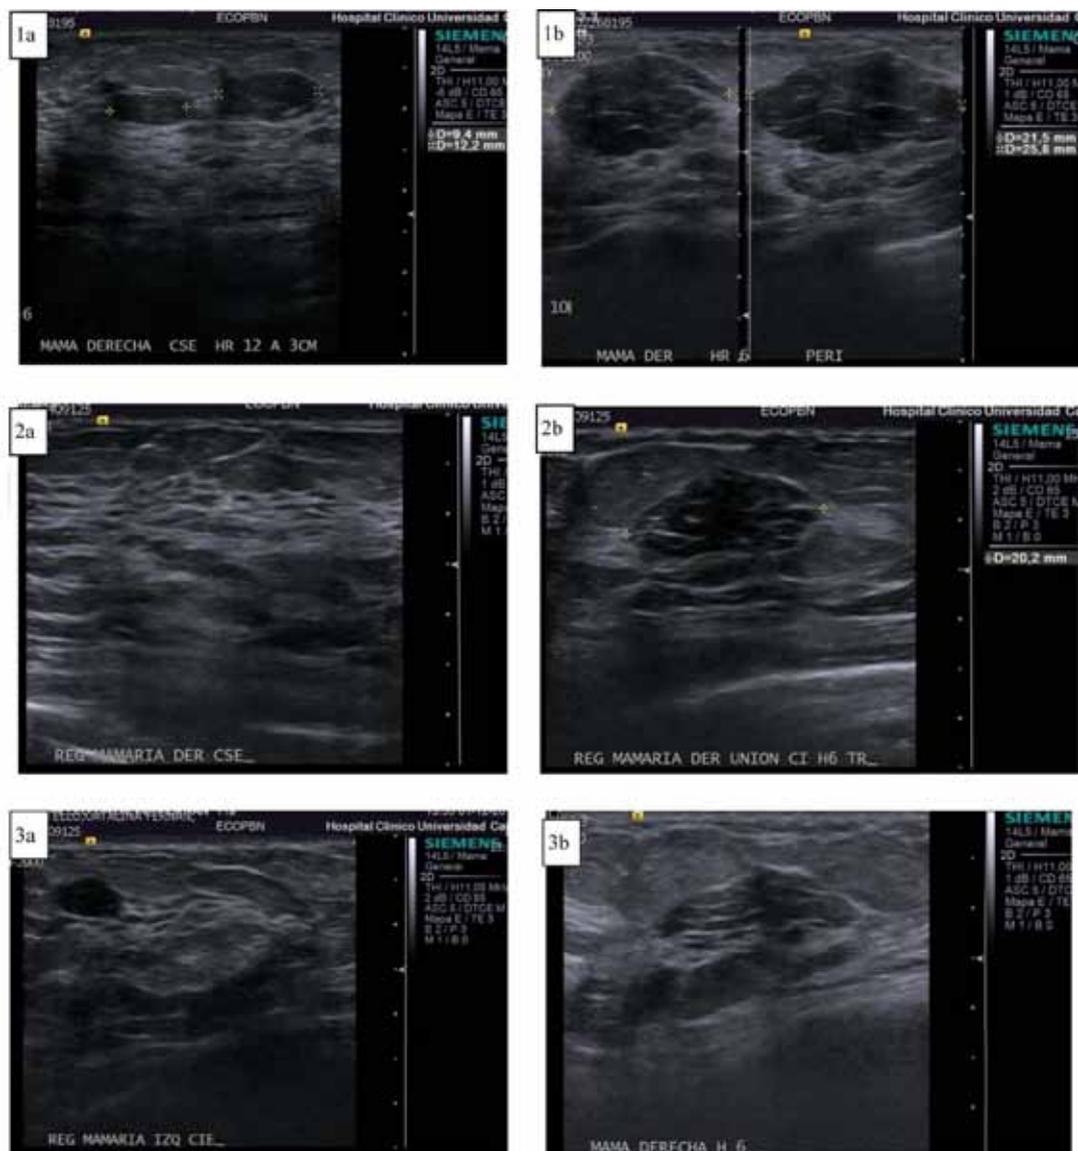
Algunas imágenes de ecografías mamarias (al ingreso: 1a-1b, a los 6 meses: 2a-2b, y a los 12 meses posingreso: 3a-3b).
